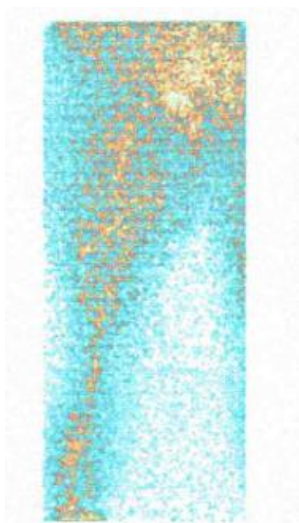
Радіоізотопна флебосцинтиграфія: значне сповільнення поширення РФП при тромботичній оклюзії гирла поверхневої стегнової вени та загальної стегнової вени, скид венозної крові у поверхневі вени стегна.
